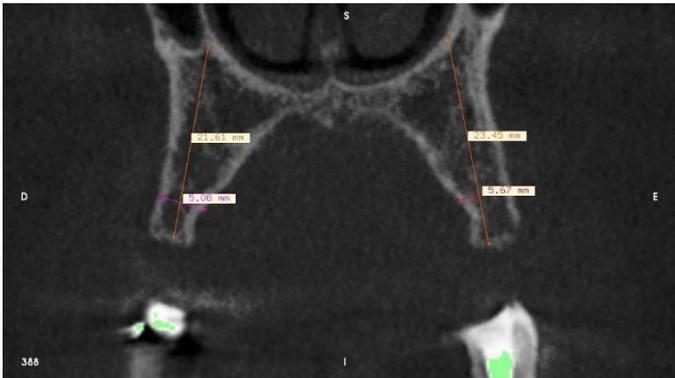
Foto do corte coronal da maxila na tomografia computadorizada.
